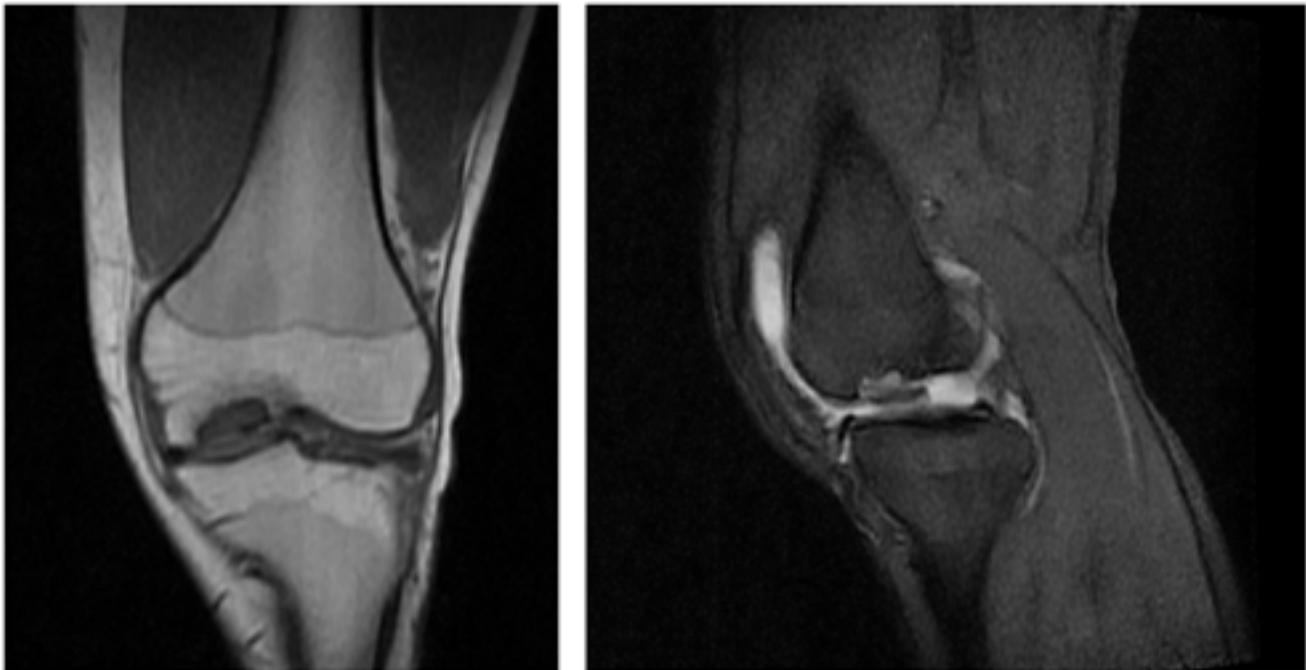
Resonancia magnética (RM) con lesión osteocondral en cóndilo medial.
